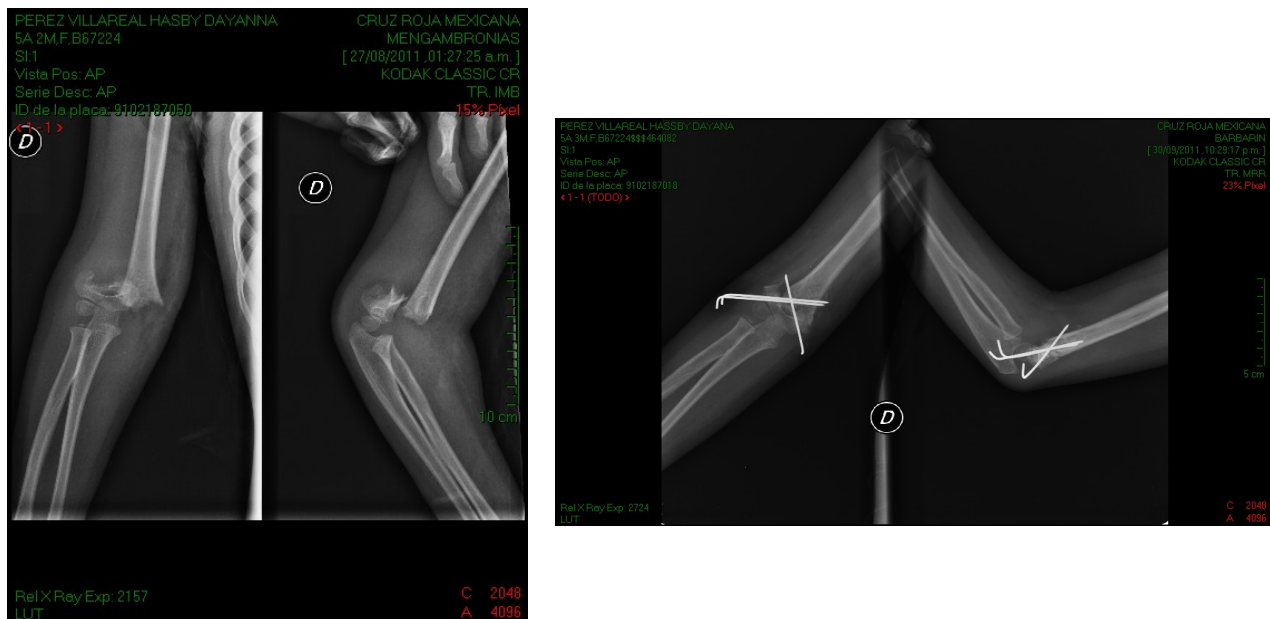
Radiografías con clavillos Kirschner cruzados.
